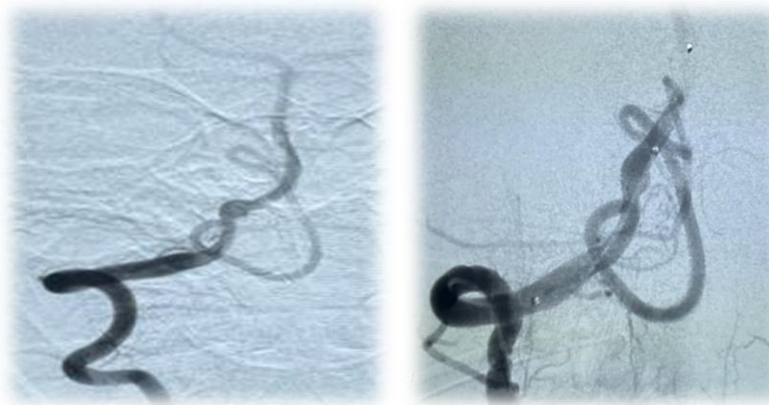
На ангиографической картине фузиформная аневризма V4 сегмента правой позвоночной артерии
